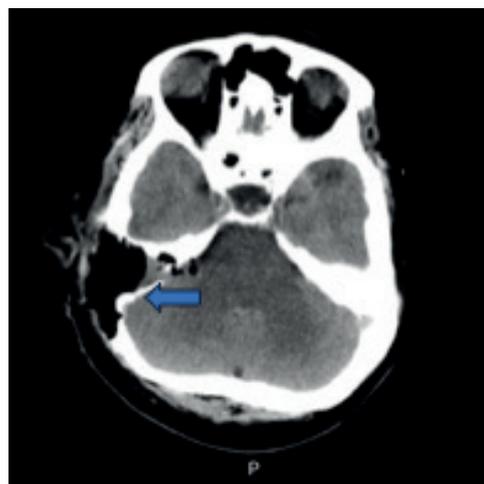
TAC de cráneo simple posoperatoria. Cambios quirúrgicos a nivel de la región temporo-petrosa derecha señalados con la flecha azul. Fuente: imágenes tomadas de los pacientes [Fuente: imagen tomada del archivo de imágenes diagnósticas del paciente, Hospital Federico Lleras Acosta]
